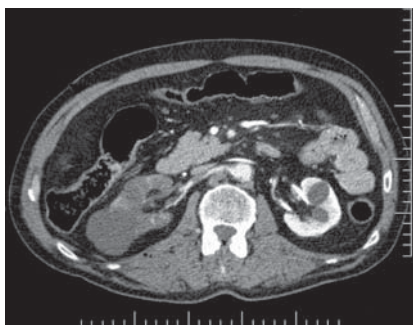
CT angiografia – koronárny rez. Ruptúry ľavej obličky s perirenálnym hematómom po páde z bicykla.
